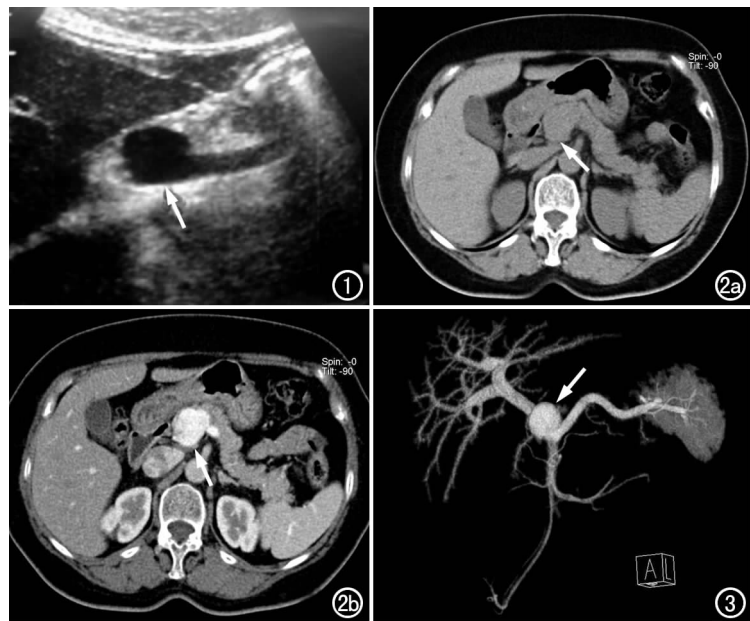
超声显示门静脉起始处囊状扩张(箭)。图 2 a) CT 平扫示胰腺钩突区类圆形软组织密度影(箭); b) 增强扫描门静脉期示病变呈均匀强化(箭), 大小约 $3.8\text{ cm} \times 2.5\text{ cm} \times 2.6\text{ cm}$ 。图 3 VR 显示肠系膜上静脉及脾静脉汇合处外突瘤样扩张, 瘤颈与两支血管宽基底相连(箭)。
